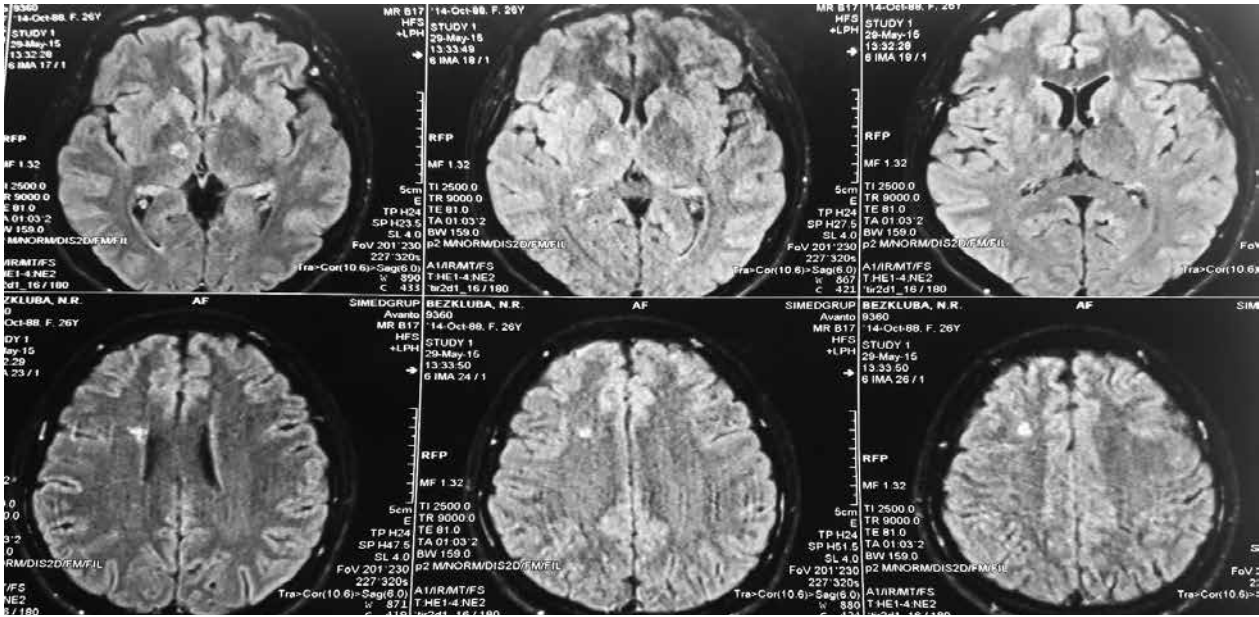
МРТ головного мозку
